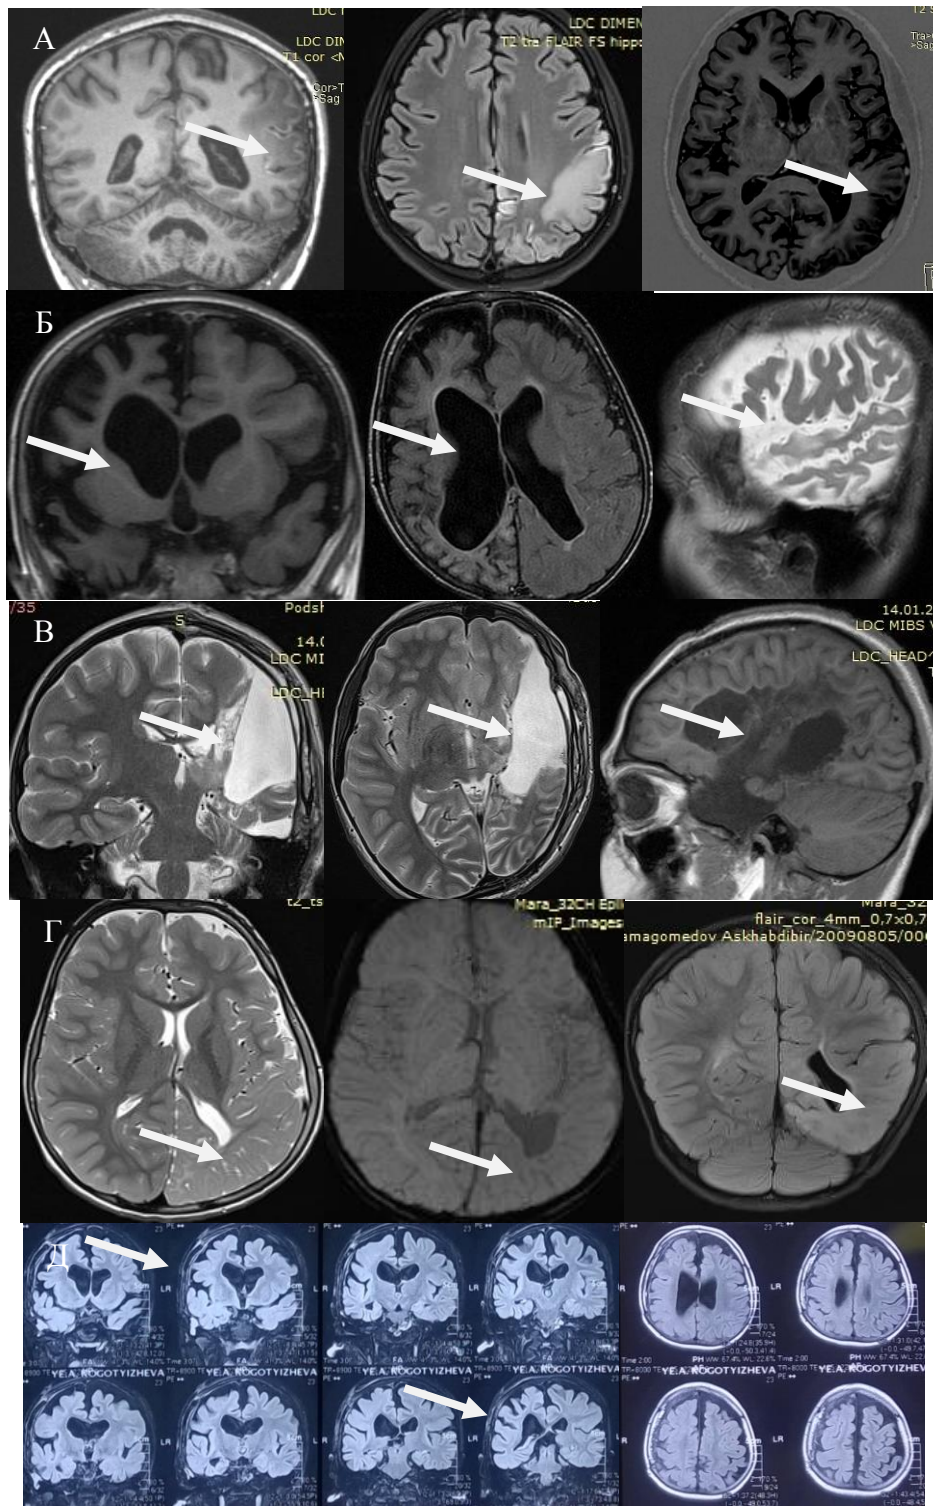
МРТ 3 Тл. Больная Р., 15 лет (А). Ист. б. №1111-14. Проявления ЭР на T1, T2ВИ и Flair. Повышение сигнала на T2ВИ и снижение на T1 по типу отека. Больная М., 5 лет (Б). Ист. б. №2550-13. Гемиатрофия правого полушария на T1, T2ВИ и Flair. Больной П., 7 лет (В). Ист. б. №1116-10. Кистозно-атрофические изменения левого полушария. Больной Н., 3 лет 11 мес (Г). Ист. б. №1359-09. Мальформация коркового развития левого полушария большого мозга в форме задней геми-гемимегалэнцефалии. Больная К., 4 лет (Д). Ист. б. №-2116-09. Полимикрогирия.
